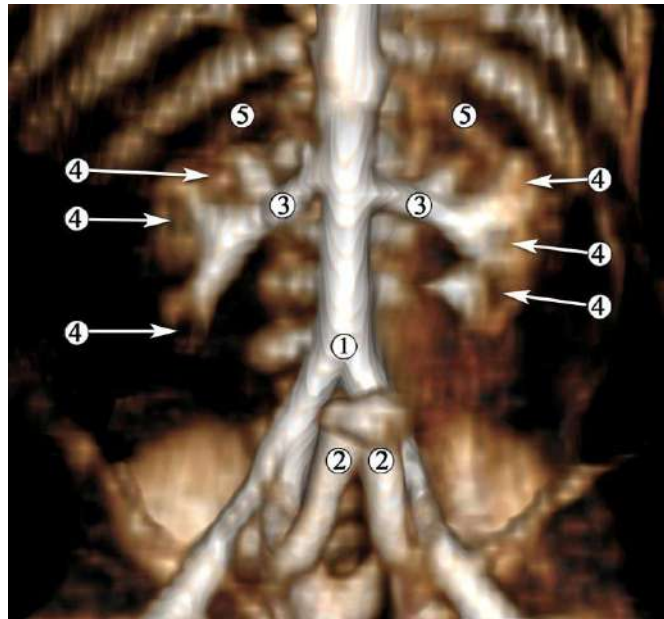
Комп'ютерна томограма 5-місячного плода людини 155,0 мм ТКД. Ін'єкція артеріальної системи сумішшю із свинцевим суриком. Передня проекція. Зб. х3:
